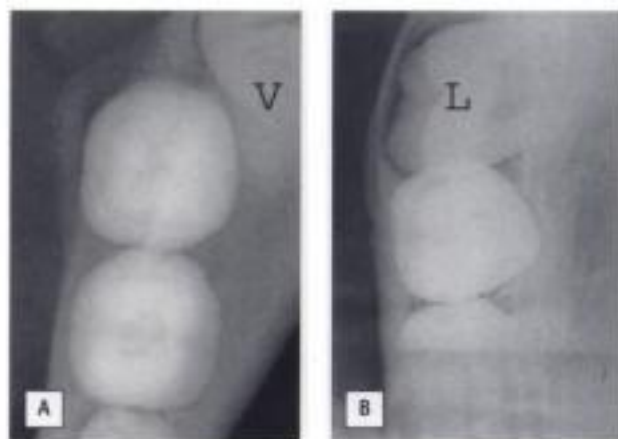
Radiografía oclusal para el diagnóstico de la situación de un cordal inferior retenido. A) En situación vestibular. B) En situación lingual.
